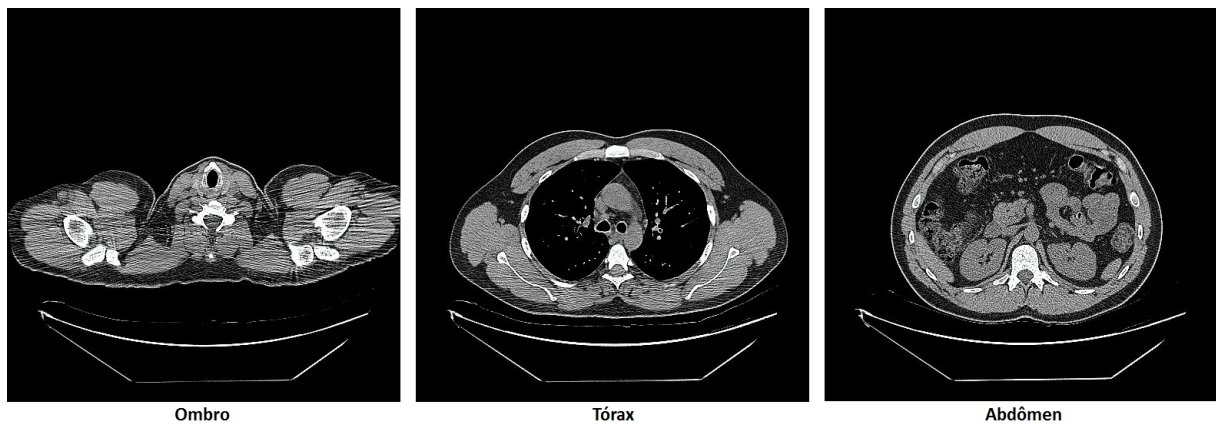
Exemplos típicos de *slices* de tomografia de pulmão nas alturas do ombro, tórax e abdômen.
